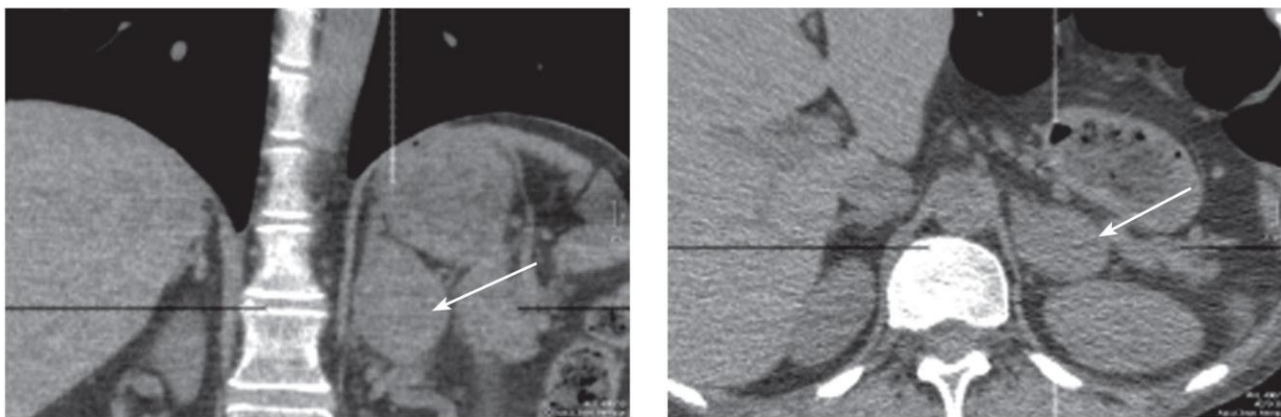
МСКТ органів брюшної порожнини та забрюшинного простору.
